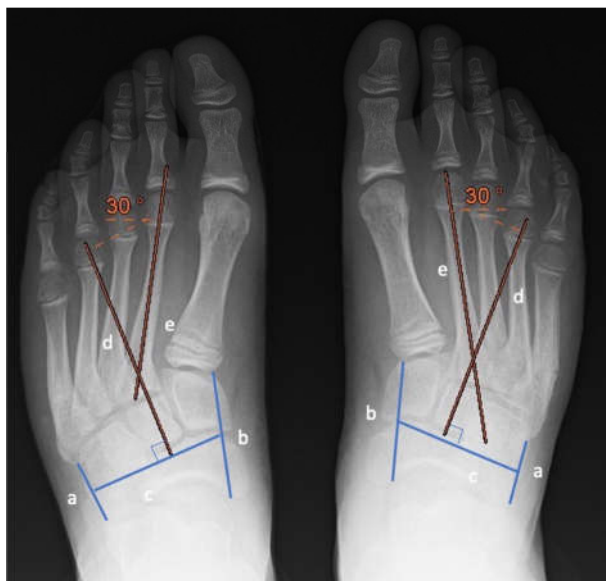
Ángulo de MA medido sobre radiografías en carga. Método tradicional (Sgarlato).
